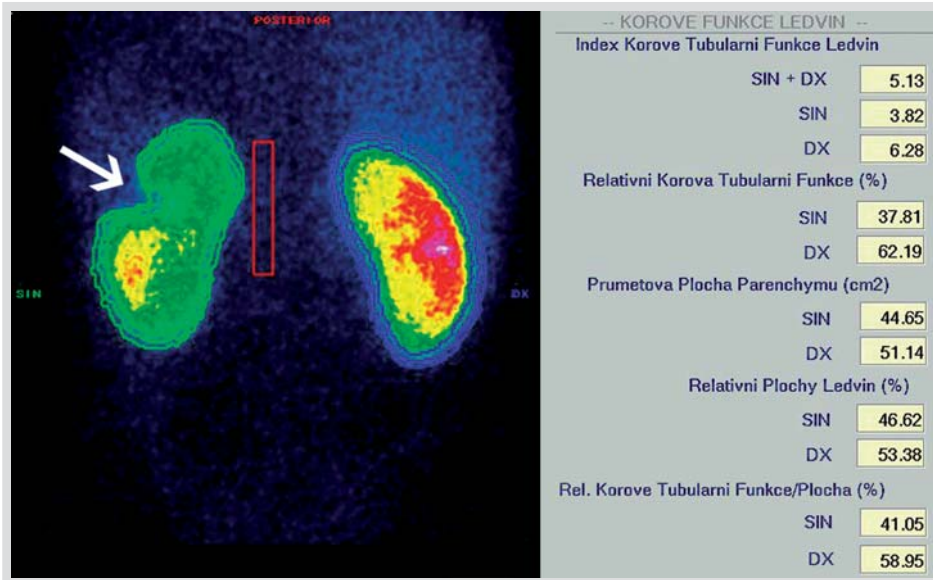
Statická scintigrafie ledvin s ^{99m}Tc-DMSA ze zadní projekce. Rozsáhlá jizva po střelném poranění levé ledviny na rozhraní horní a střední třetiny (viz hrot šipky)
